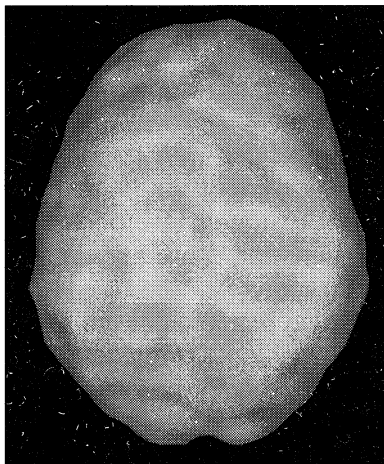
Томограмма нормального мозга
